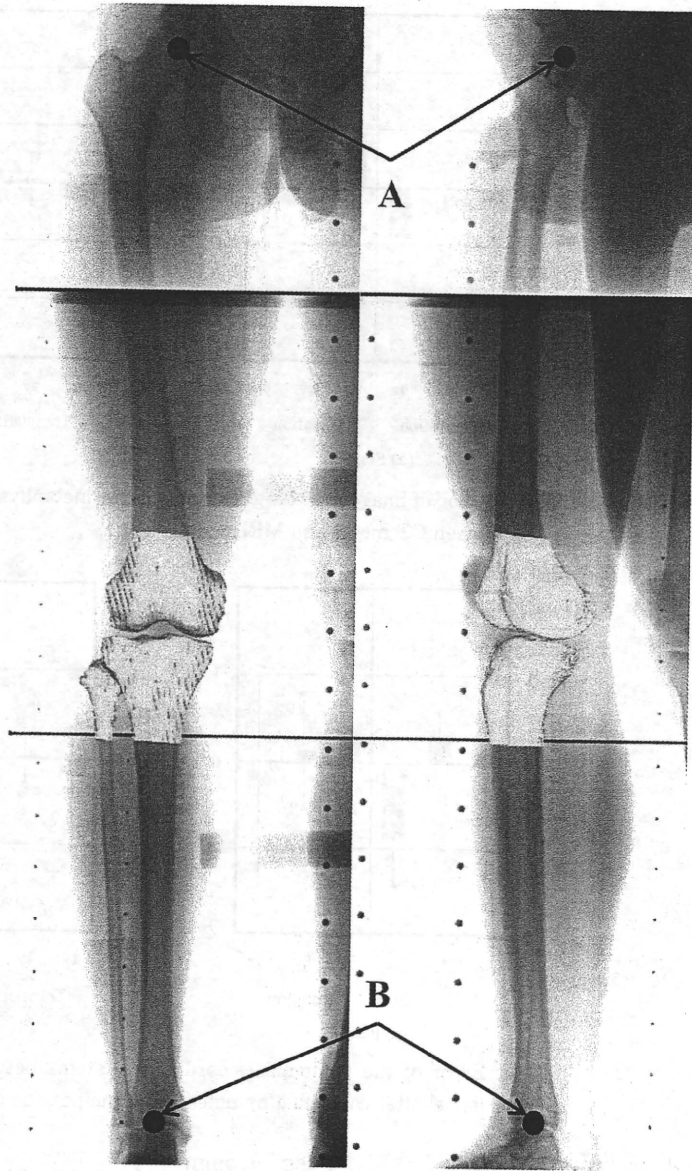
Automatic image matching with the MRI model. For anatomical coordinate system setting, the center of femoral head (A) and the center of distal articular surface of tibia (B) were acquired on CR images.
